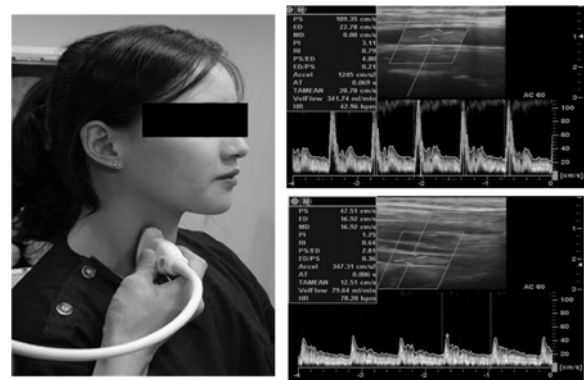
Duplex ultrasound image of carotid and vertebral artery
